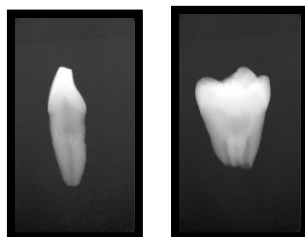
Radiografia do dente hígido 31 e do dente 18.
